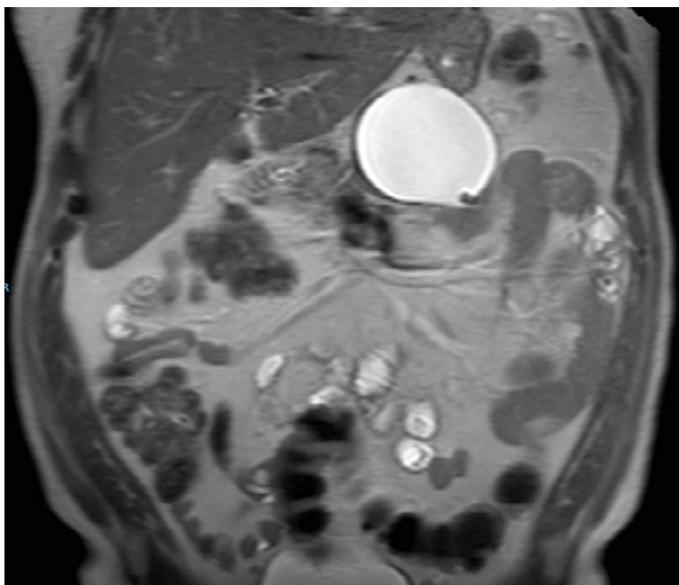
RM abdominal. Se visualiza crecimiento del pseudoquiste.
